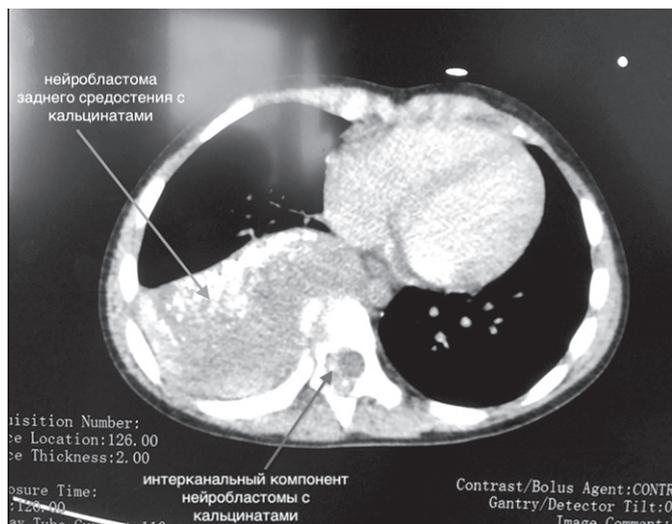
Компьютерная томография больного 5 лет, Ds: нейробластома заднего средостения с прорастанием в позвоночный канал (на уровне Th₃–Th₁₁). В опухоли видны кальцинаты, специфические для созревающей нейробластомы как в заднем средостении, так и в позвоночном канале.
